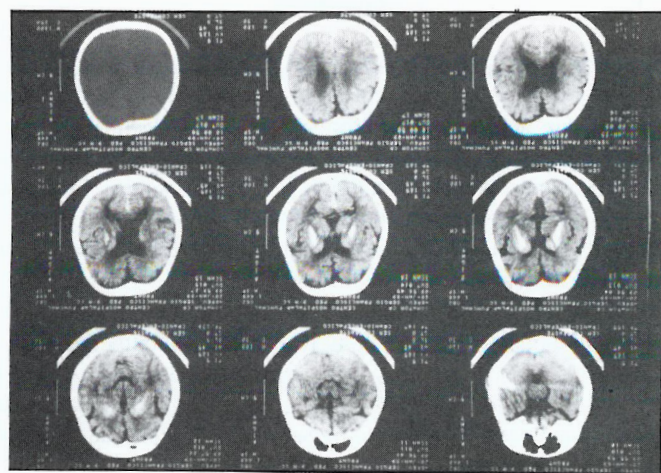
TAC-CE. Note-se as calcificações do núcleo caudado.
